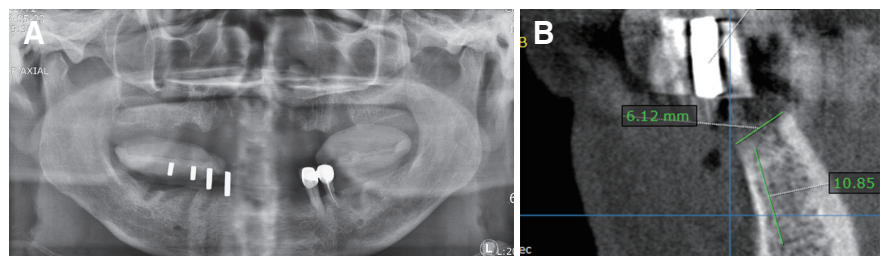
(A) Panoramic radiograph with radiographic stent, (B) Cone beam computed tomography.
